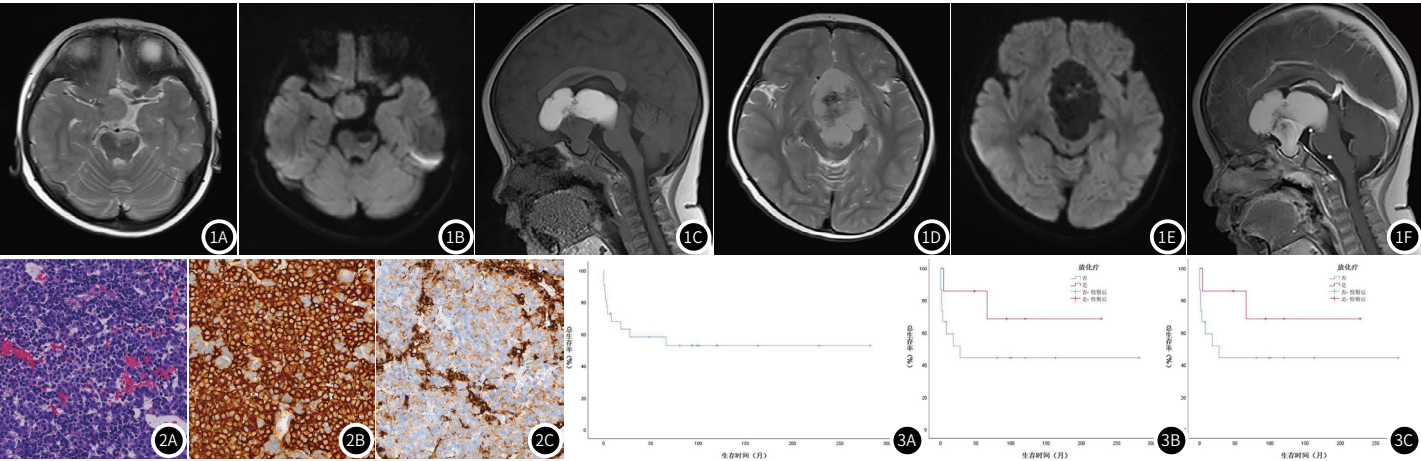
图1F PitB的MRI影像表现。患者, 女, 27月。鞍区及鞍上囊实性占位, 实性部分于T₁WI (1C)、T₂WI (1A)及DWI (1B)上呈等信号; 囊性部分于T₁WI (1C)、T₂WI (1D)呈高或稍高信号, 内见片状低信号, 于DWI (1E)呈低信号, 内见条索样稍高信号; 病变向上推压三脑室, 向后推压中脑; 增强 (1F)病变实性部分明显强化, 内见点片状稍低信号。
